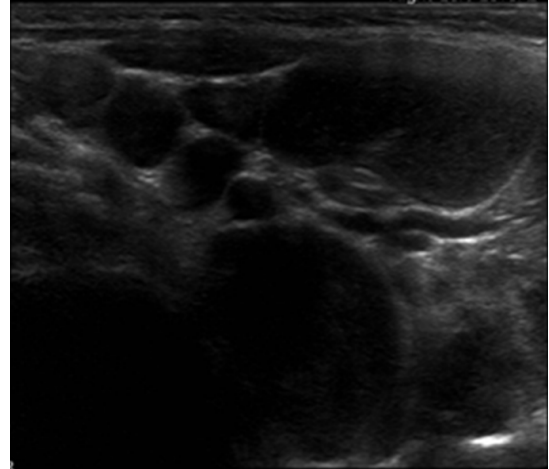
Neck ultrasonography showing Hypoechoic, round, without echogenic hilus, and enlarged cervical lymph nodes.
